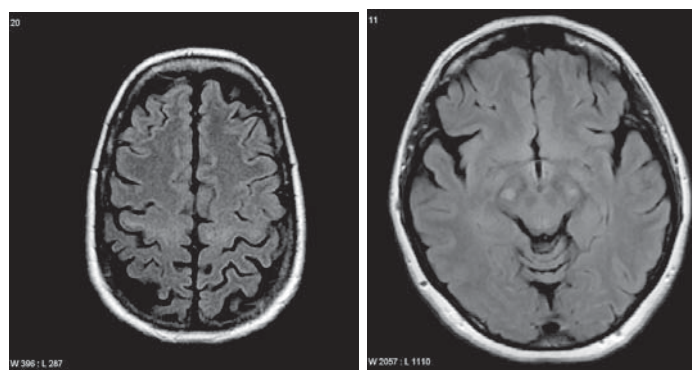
Semnal hiperintens în T2 WI și FLAIR pe traseul tracturilor corticosinale de la coroana radiata spre trunchiul cerebral. Case courtesy of A. Prof Frank Gaillard, Radiopaedia. org, rID: 4717. Case courtesy of A. Prof Frank Gaillard, Radiopaedia. org, rID: 5373
